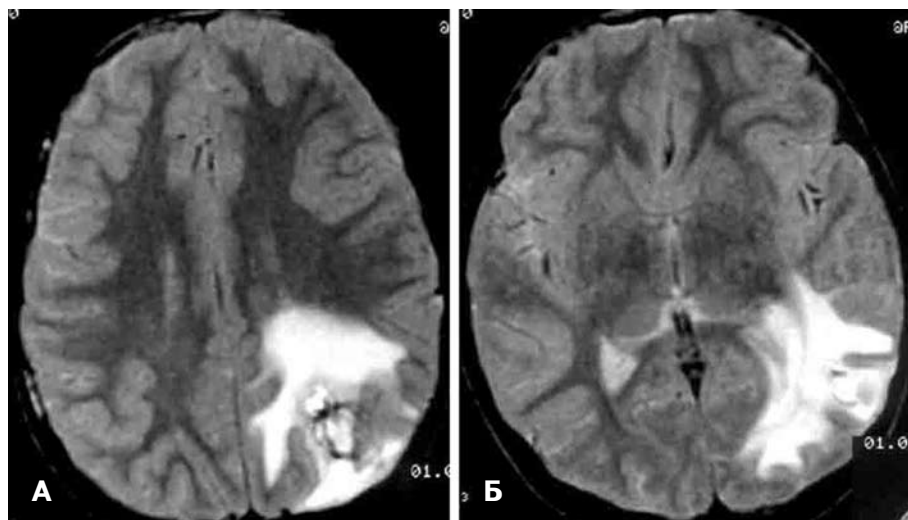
МРТ. КМ правой затылочной доли. А — до операции; Б — после тотального удаления КМ.
